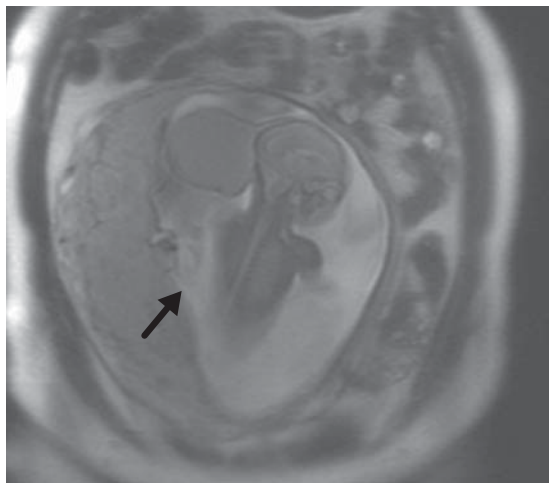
Resonancia magnética nuclear, donde se observa un feto con meningocele occipital (flecha).
